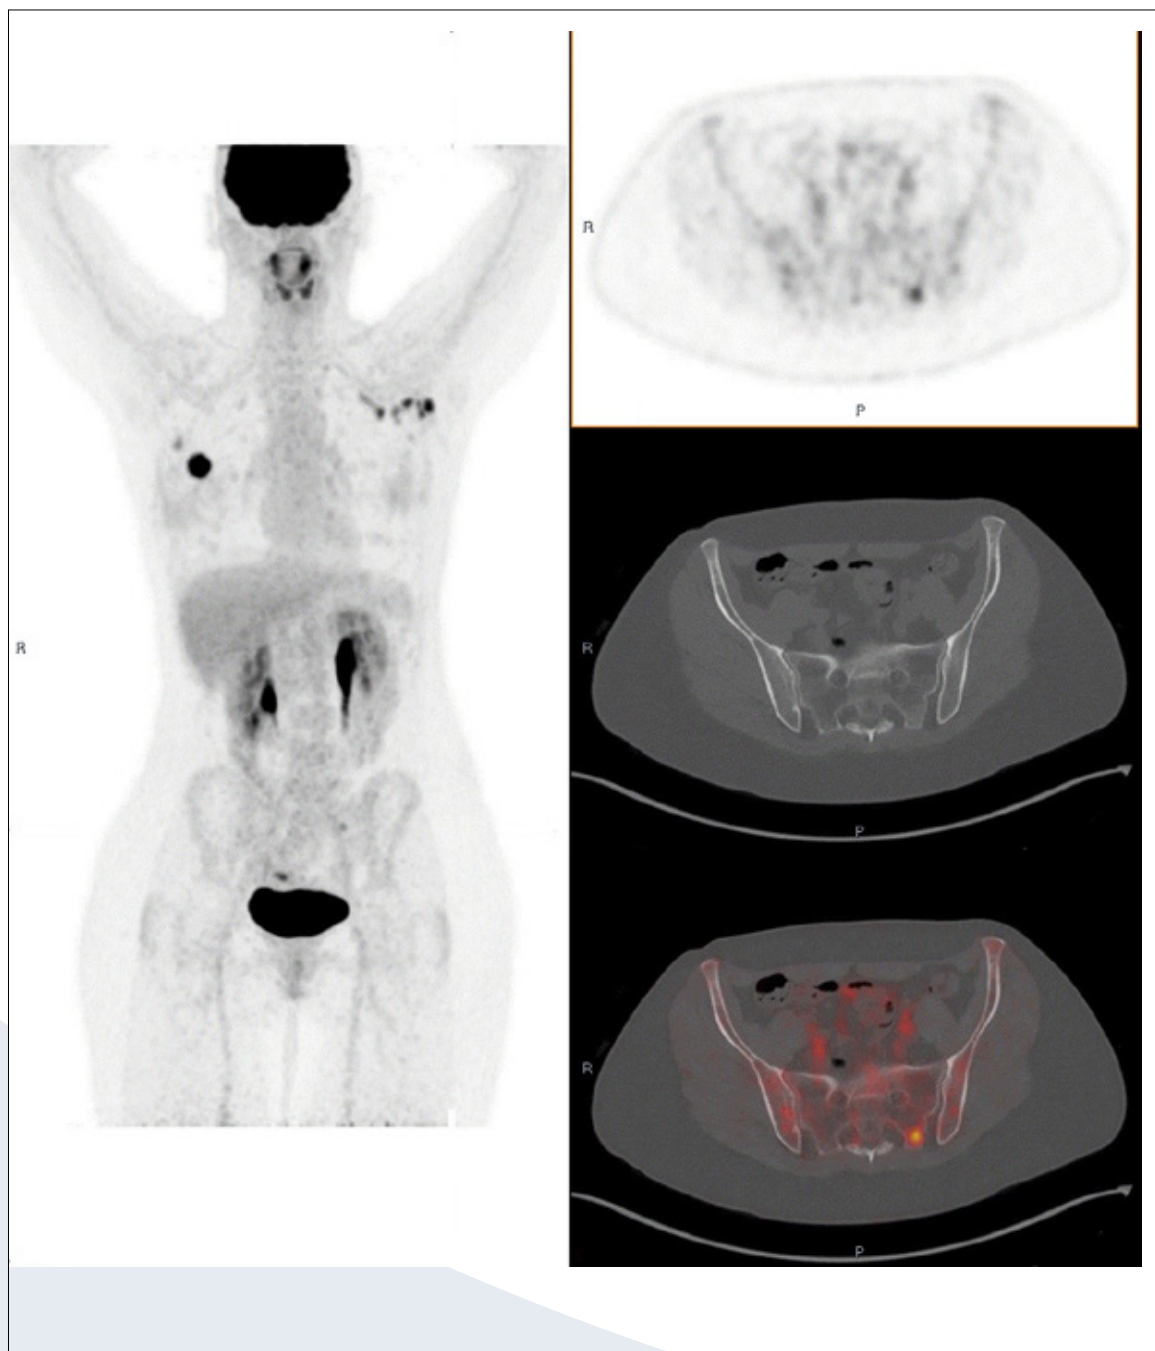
Two patient examples with relevant findings on [^{18}F]FDG PET/CT affecting tumour staging and treatment A: an FDG-avid supraclavicular lymph node, ipsilateral to the breast tumour and axillary lymph node metastases, resulted in upstaging of the breast cancer from stage IIIA (cT1c N2a Mx) to stage IIIC (cT1c N3c M0) and expansion of the radiation field for adjuvant radiotherapy. B: an FDG-avid, biopsy-proven sacral bone metastasis led to upstaging of the breast cancer from stage IIB (cT2 N1) to stage IV (M1, oligometastatic). The lesion was included in the radiotherapy treatment. Notably, FDG uptake was also observed in several left axillary lymph nodes, which was not due to metastatic involvement, but attributed to a reactive response following recent administration of a COVID-19 vaccine in the left upper arm.
